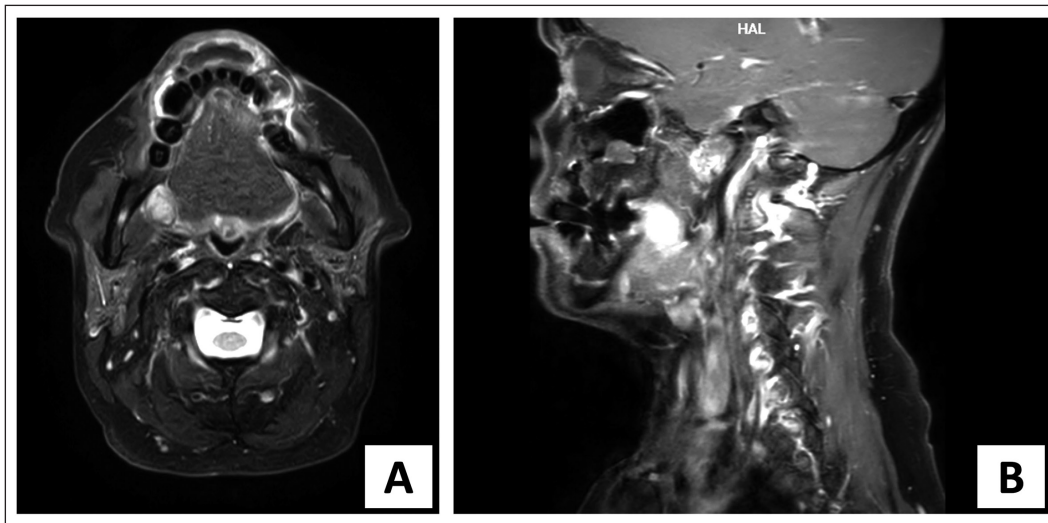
Resonancia Magnética Maxilofacial y Cervical con contraste. A. Corte transversal en T2 donde se observa lesión hiperintensa anterior al músculo pterigoideo medial. B. Corte sagital en T2 donde se observa la lesión con señal alta leve y con refuerzo homogéneo postcontraste.
